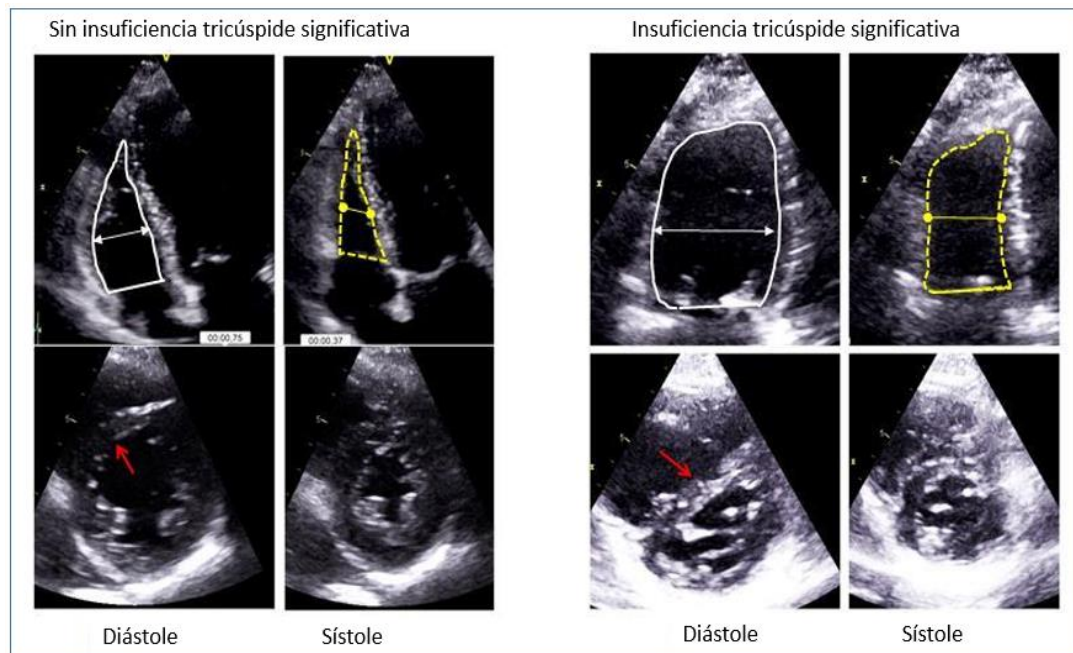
Ecocardiograma transtorácico, vista cuatro cámaras y eje corto, en un paciente sin insuficiencia tricúspide significativa (izquierda) y en otro paciente con insuficiencia tricúspide significativa (derecha) mostrando las medidas obtenidas: las flechas representan los diámetros trasversales y los trazos las áreas. El paciente con insuficiencia tricúspide significativa tiene un ventrículo derecho dilatado con rectificación del septo en diástole y con pequeños cambios en la FAT y en el CFA. FAT: fracción de acortamiento trasversal. CFA: Cambio fraccional de área.
